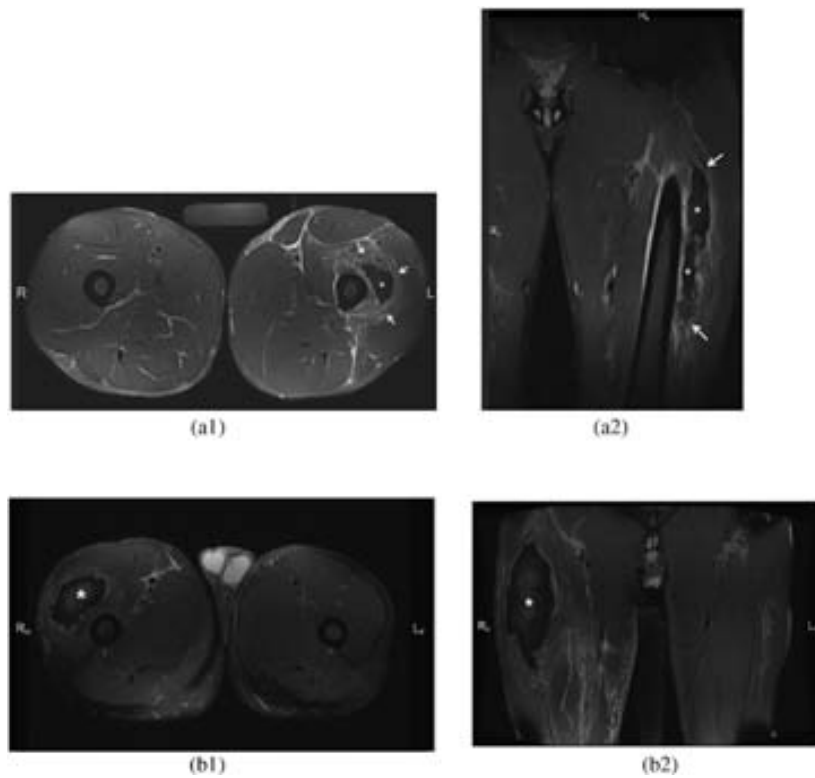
Magnetic resonance coronal and axial images of all of the grade III injuries: left vastus intermedius (Left vastus intermedius grade III injury. Axial (1) and coronal (2) images showing an extensive hematoma in the affected muscle. Material to separate the limbs is shown between the right and left thighs.) (a) and right vastus lateralis (Grade III injury in right vastus lateralis where an important hematoma is shown in the axial (1) and coronal (2) images. Material to separate the limbs is shown between the right and left thighs.) (b).
